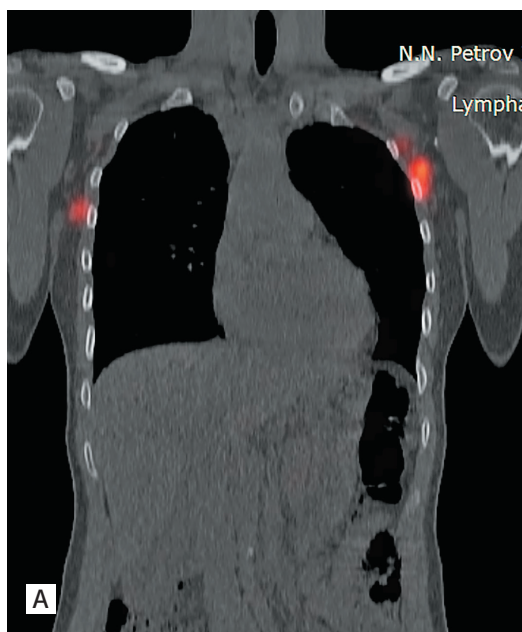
А. Картирование лимфатического узла на ОФЭКТ-КТ
